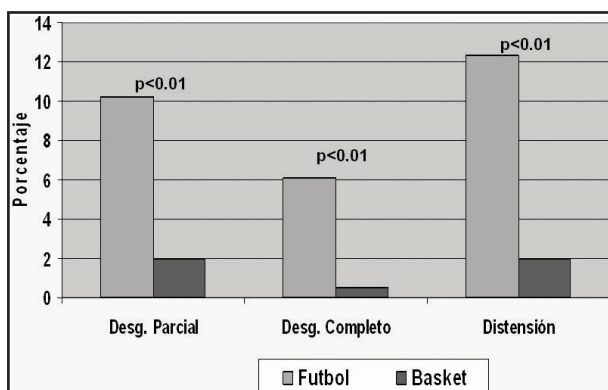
Frecuencia del tipo de lesión específica en el LCA según el tipo de deporte. Diagnóstico por IRM.
